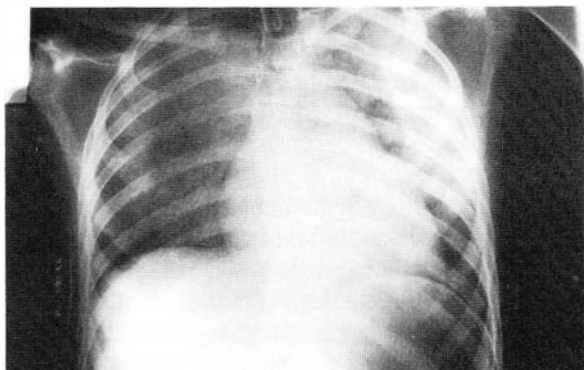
Radiografía de tórax mostrando un infiltrado pulmonar alveolo intersticial difuso y bilateral.
